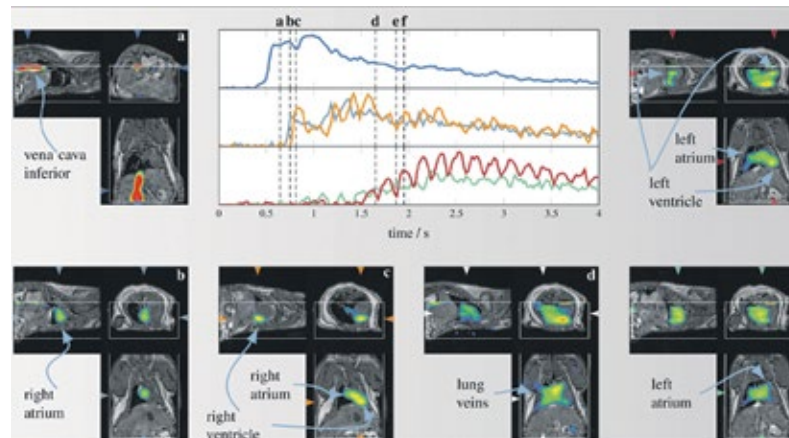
4-D-in-vivo-Bildgebung mit hinterlegtem MRT-Bildausschnitt. Die Kontrastmittelmenge betrug 51,2 µg Eisen. Die Daten zeigen eine volle Zeitauflösung von 21,41 ms pro Volumen. In der Mitte sind die Intensitäten der einzelnen Regionen als Zeitverlauf dargestellt (Schwanzvene oben, rechtes und linkes Atrium Mitte, linkes und rechtes Ventrikel unten).
